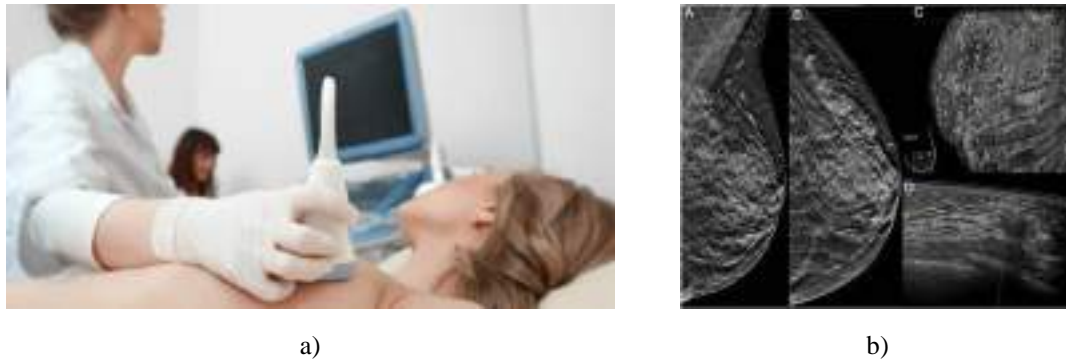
Ecografía. a) método de ecografía mamaria [2.19], b) imagen ecografía mamaria. [2.18]
